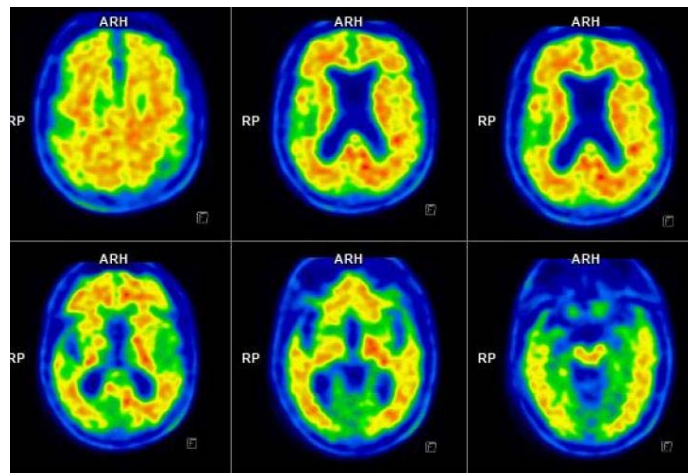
Imagen obtenida gracias al PET- TC cerebral con beta amiloide.
